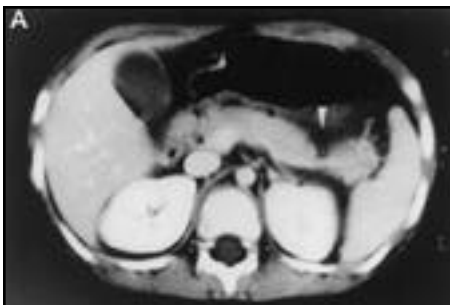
TAC que muestra laceración profunda de la cola del páncreas.
